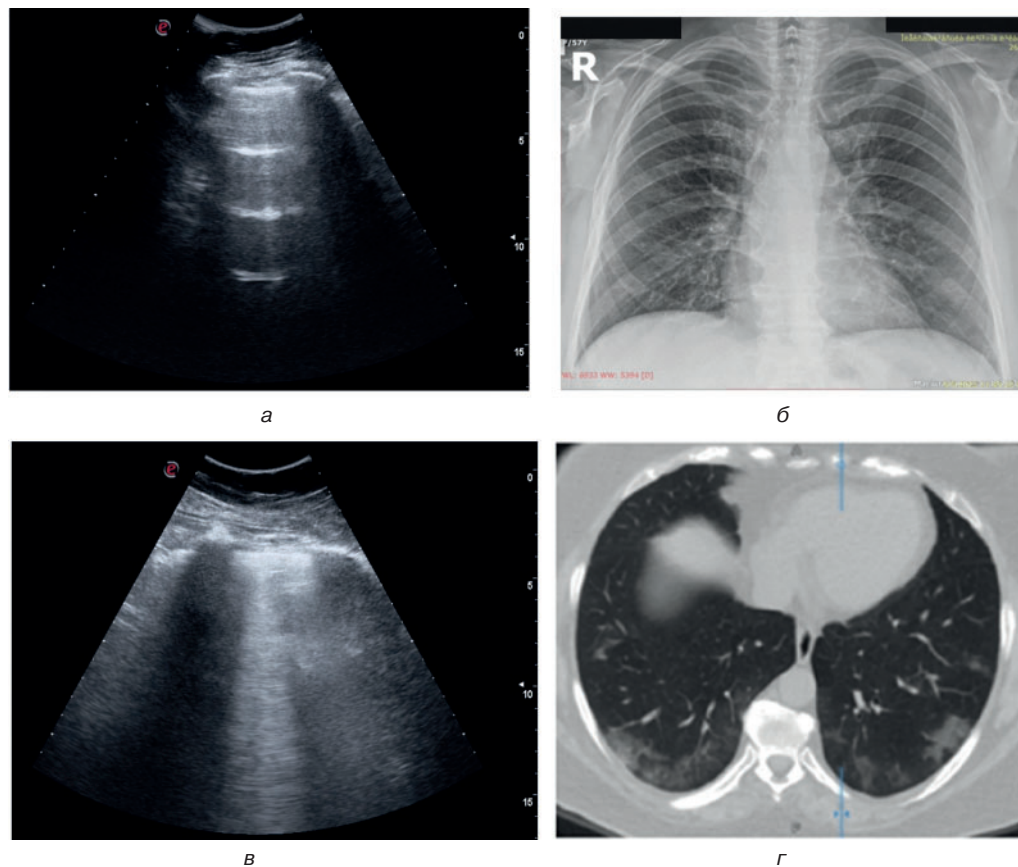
На комп'ютерної томограммі (а) зміни виражені в задньобазальних відділах, на рентгенограмі (б) вони не візуалізовані, у той час як їм відповідають А-профіль за ультразвуковому дослідженні легень (в, г) у вентральних відділах і зливні В-лінії з потовщенням плеври в задньобазальних відділах. У разі легкого перебігу COVID-19 УЗД легень дає змогу отримати необхідну інформацію про стан паренхіми легень, не застосовуючи рентгенівські методики
